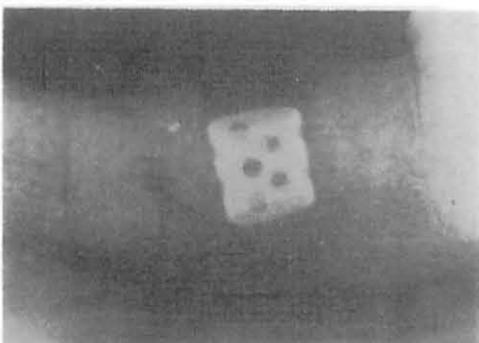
X-ray Image of Test Piece inserted 6 Months ago
